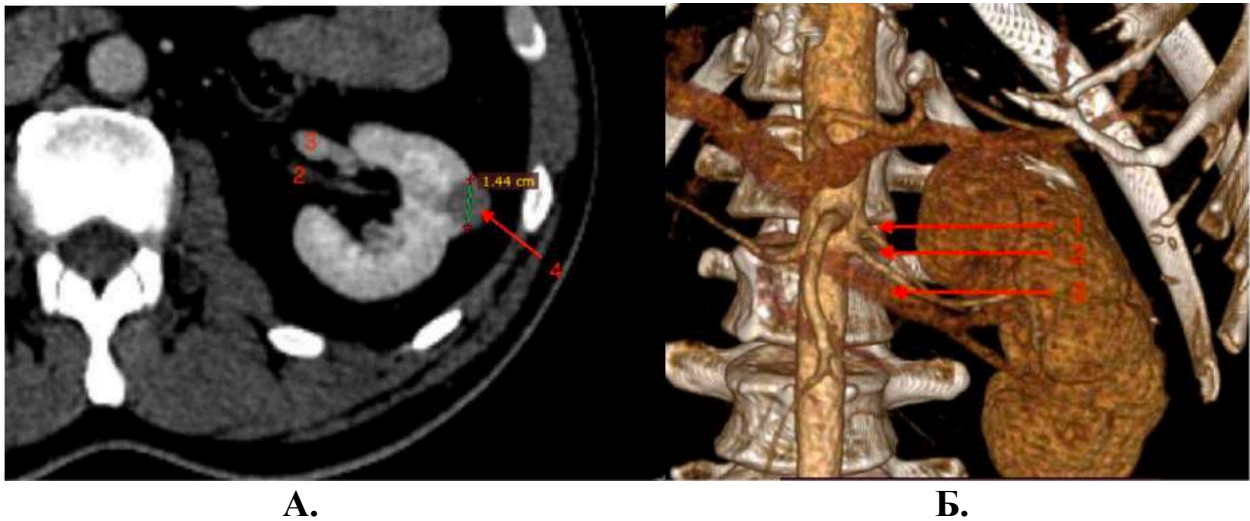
Комп'ютерна томограма пацієнта М., 57 р. з новоутворенням лівої нирки. А – аксіальна проекція; Б – 3D-модель. 1 – додаткова ниркова артерія; 2 – основна ниркова артерія; 3 – ниркова вена; 4 – пухлина нирки.
